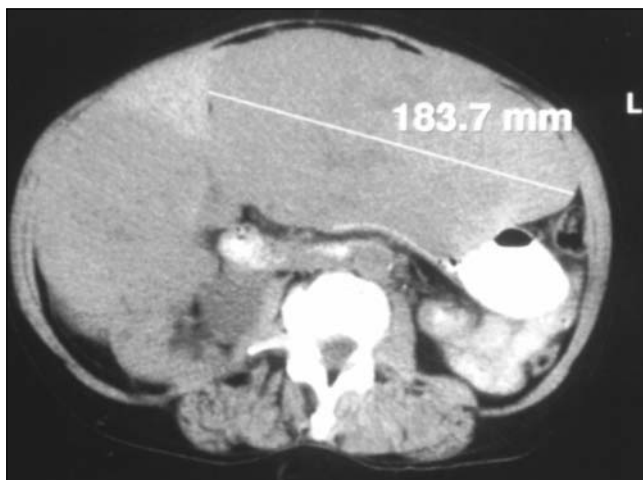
CT preoperator-cele 2 formațiuni tumorale separate de o lamă fină de parenchim indemn
